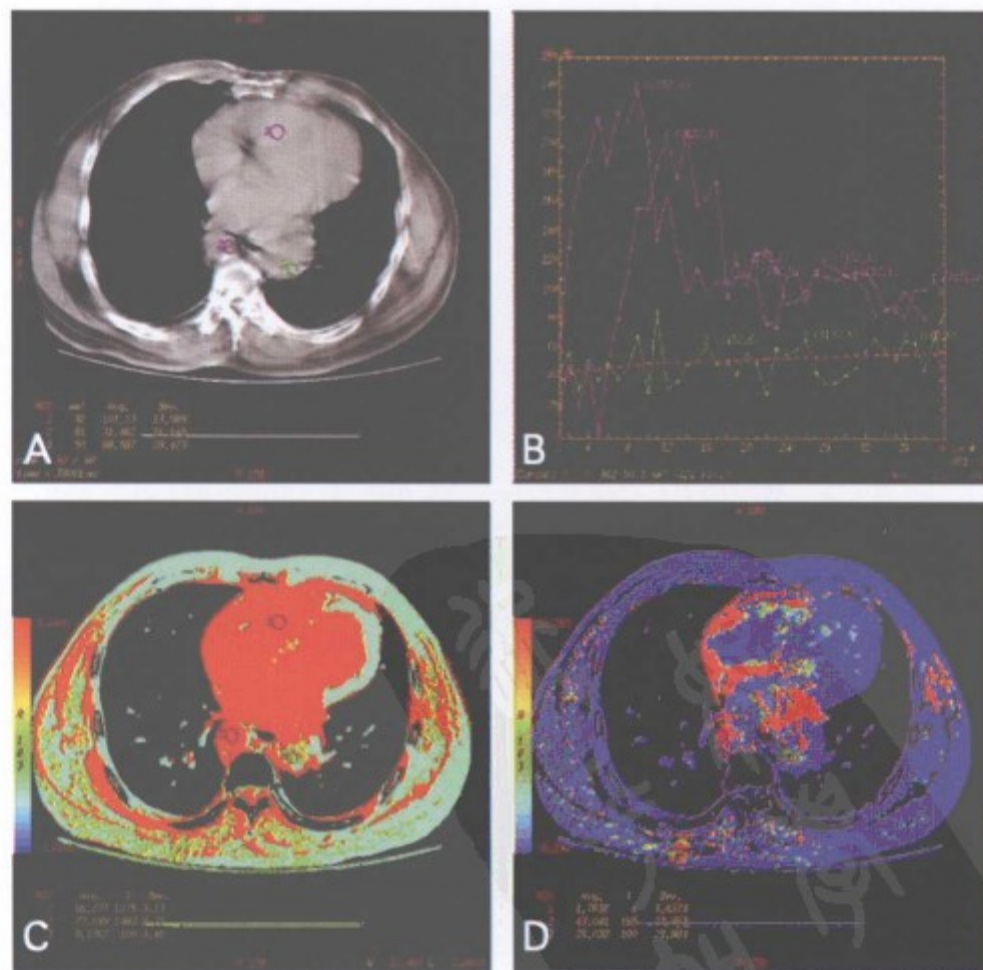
左肺下叶支气管囊肿 CT 灌注图像
